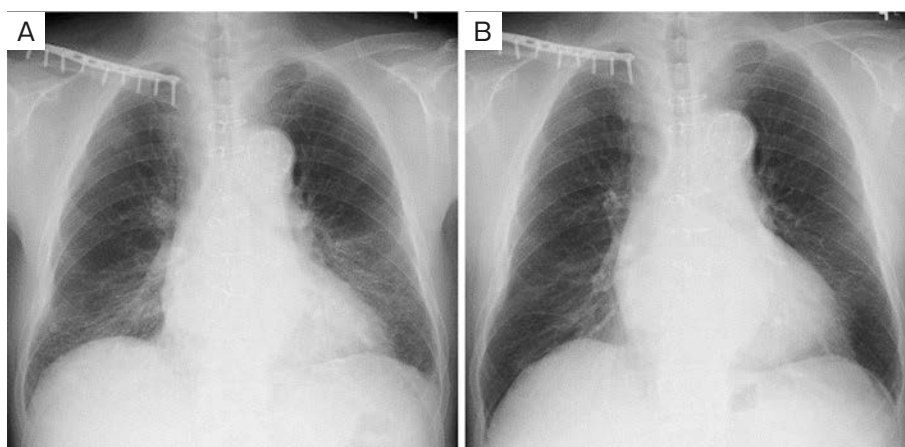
Imaging findings of chest X-ray. (A) After discontinuation of the suspect drug, and before steroid treatment, the ground glass opacification is starting to improve. (B) After steroid treatment it has improved further.
